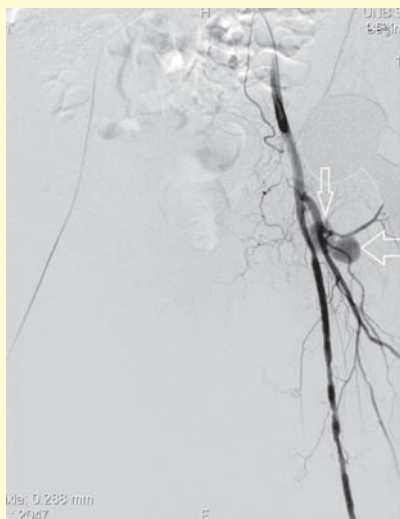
7-ročné dieťa s CT a MR nálezom aneurymatickej kostnej cysty v hornom ramienku os pubis vpravo, ktorá zasahovala až do oblasti rastových štrbín. a) COR rovina, T1 TIRM sekvenca. Tekutinové zložky cysty sú hyperintenzívne (šípka). b) TRA rovina, váženie protónovej denzity s potlačením signálu tuku („fat saturation“). Hladinky, tzv. fluid – fluid znak ako typický obraz aneurymatickej kostnej cysty (šípka). c) TRA rovina, T1 vážený obraz s potlačením signálu tuku („fat saturation“) po i.v. aplikácii Gd KL. Sýtiace sa septá v aneurymatickej kostnej cyste (šípka). d) Natívne CT kostné okno. Lytická deštrukcia a expanzia kosti os pubis vpravo aneurymatickou kostnou cystou (šípky). e) Kontrastné CT mäkkotkanivové okno. Aneurymatická kostná cysta (šípky) so sýtením viabilnej zložky. f) DSA pred embolizáciou. Patologická vaskularizácia aneurymatickej kostnej cysty v hornom ramienku os pubis (šípky). g) DSA po embolizácii patologickej vaskularizácie mikročasticami.
